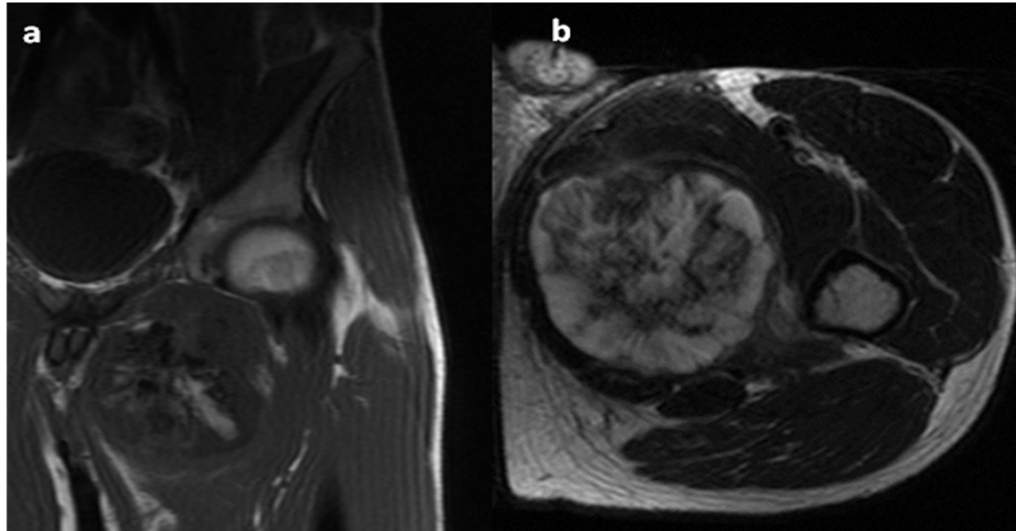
IRM de la hanche gauche en T1 coronal(a), T2 axial(b): Ostéochondrome de la branche ilio-pubienne. Excroissance osseuse en hypo T1 et hyper T2 de la branche iliopubienne surmontée par une coiffe cartilagineuse en hypersignal T2, refoulant les parties molles.
